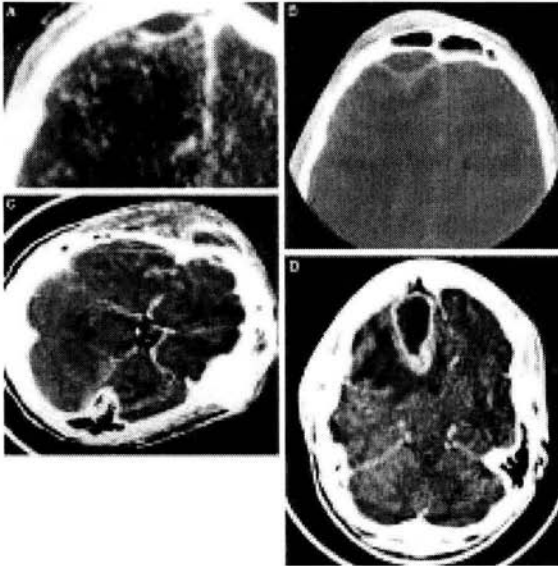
Tomografía Computada con Contraste. Absceso subdural del lóbulo frontal, secundario a infección sinusal. (Younis RT, Anand VK, Davidson B. The role of Computed Tomography and Magnetic Resonance imaging in patients with sinusitis with complications. Laryngoscope 2002; 112: 224-229.)
